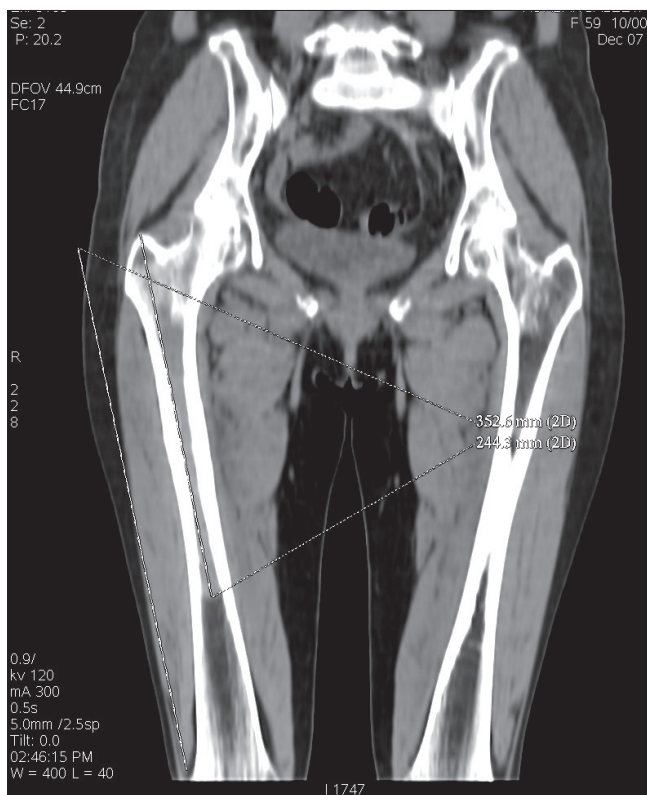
Компьютерная томограмма до операции
